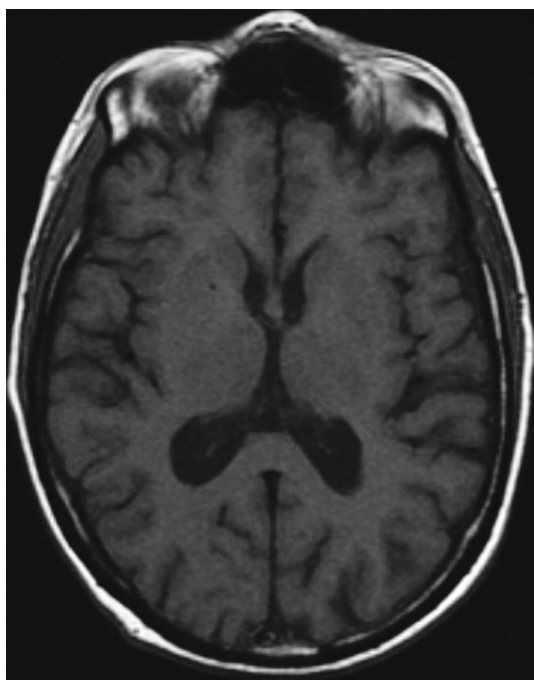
IRM de l'encéphale avec une séquence pondérée en T1 (TR et TE court). Le liquide céphalorachidien contenu dans les ventricules apparaît en hyposignal, alors que la graisse contenue dans l'os médullaire de la boîte crânienne apparaît en hypersignal. Le parenchyme a une intensité intermédiaire.
